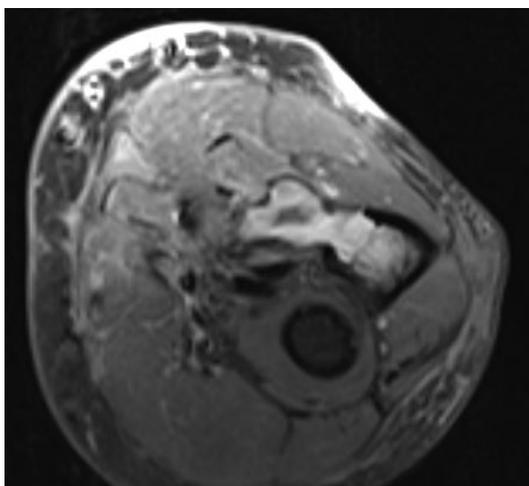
RMN piano assiale
